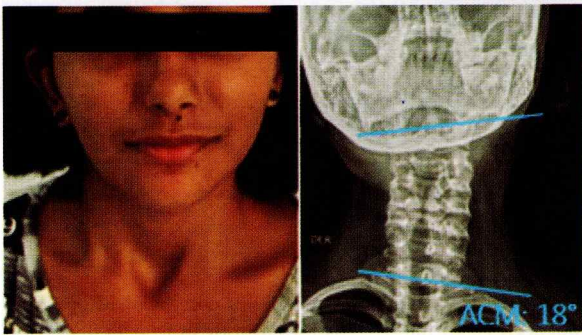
El ángulo cervicomandibular (ACM), se midió en radiografía de columna cervical proyección AP.
